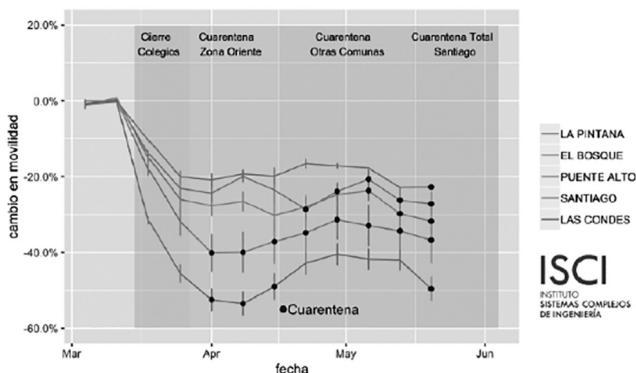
Cambio porcentual en movilidad, para comunas de RM seleccionadas, relativo a la primera semana de marzo de 2020.
